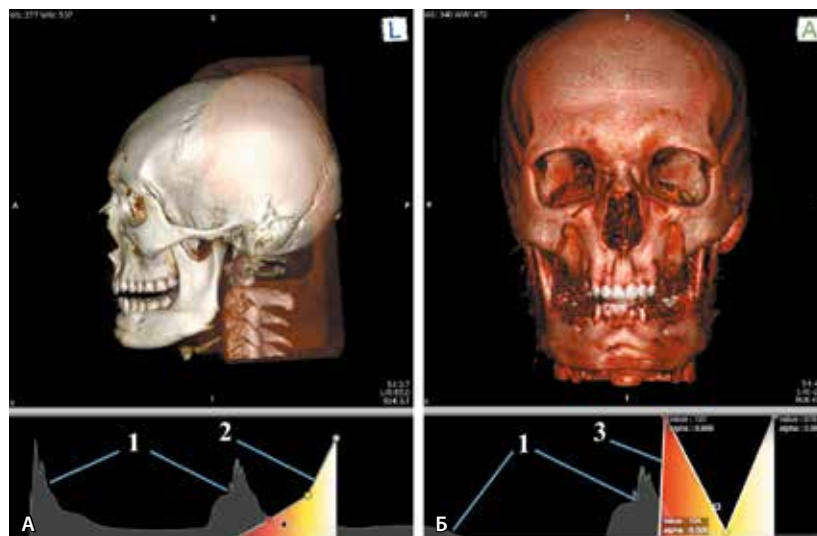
Пример построения 3D-реконструкции компьютерной томографической ангиографии: А – стандартное изображение 3D-реконструкции (верхняя часть рисунка) и гистограммы (низ) после открытия режима 16-bit CLUT editor; Б – изображение 3D-реконструкции (верх) и гистограммы (низ) после работы с фильтрами (1 – гистограмма, отражающая плотностные и прозрачные характеристики выполненной мультиспиральной компьютерной томографии, 2 – стандартное положение опорных точек графического редактора в порядке уменьшения прозрачности более плотных структур, 3 – положение опорных точек с правильно заданными координатами для максимального отображения костных структур и сосудистого русла)
